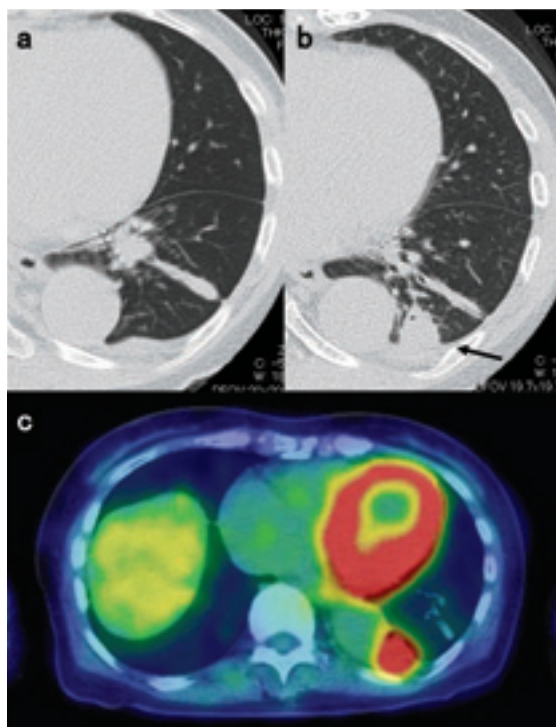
Case 1: 70-year-old woman with pulmonary tuberculosis and tuberculous pleurisy. (a) High-resolution CT before anti-tuberculosis therapy. (b) After anti-tuberculosis therapy, high-resolution CT showed a new nodule (arrow head). (c) FDG-PET/CT scan showed remarkable uptake of FDG in it [SUVmax 6.7 (early phase) → 7.5 (delayed phase)]. It was diagnosed as a lesion occurred by pleural tuberculoma after treatment.
